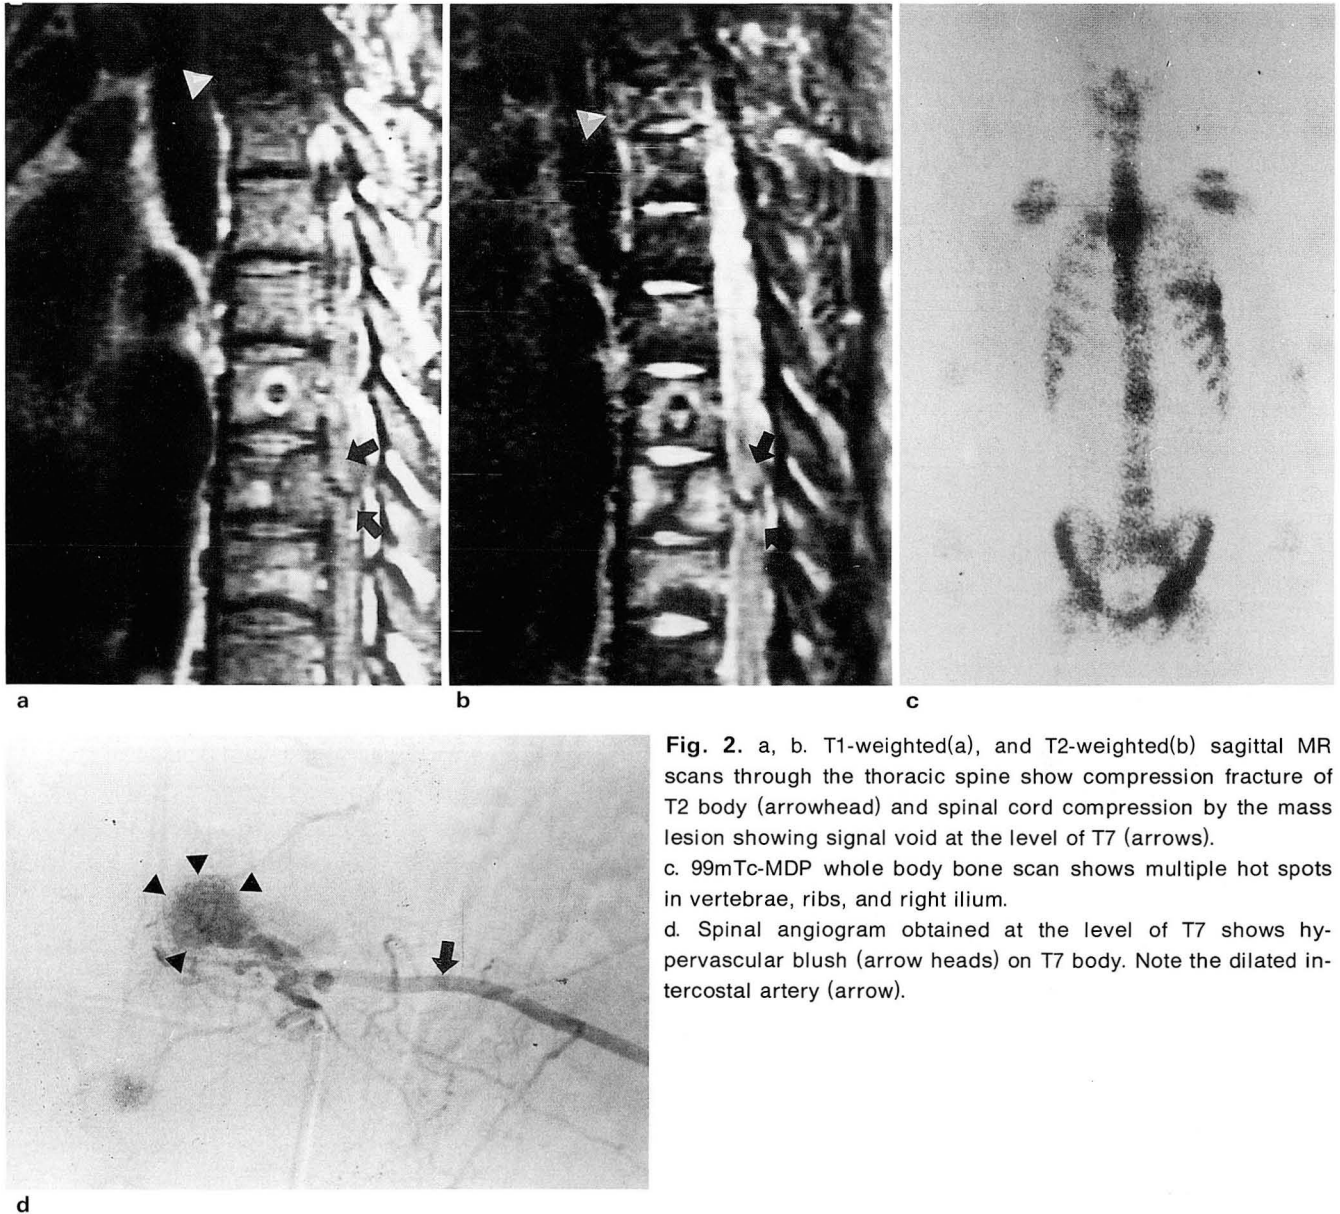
a, b. T1-weighted(a), and T2-weighted(b) sagittal MR scans through the thoracic spine show compression fracture of T2 body (arrowhead) and spinal cord compression by the mass lesion showing signal void at the level of T7 (arrows). c. 99mTc-MDP whole body bone scan shows multiple hot spots in vertebrae, ribs, and right ilium. d. Spinal angiogram obtained at the level of T7 shows hypervascular blush (arrow heads) on T7 body. Note the dilated intercostal artery (arrow).
